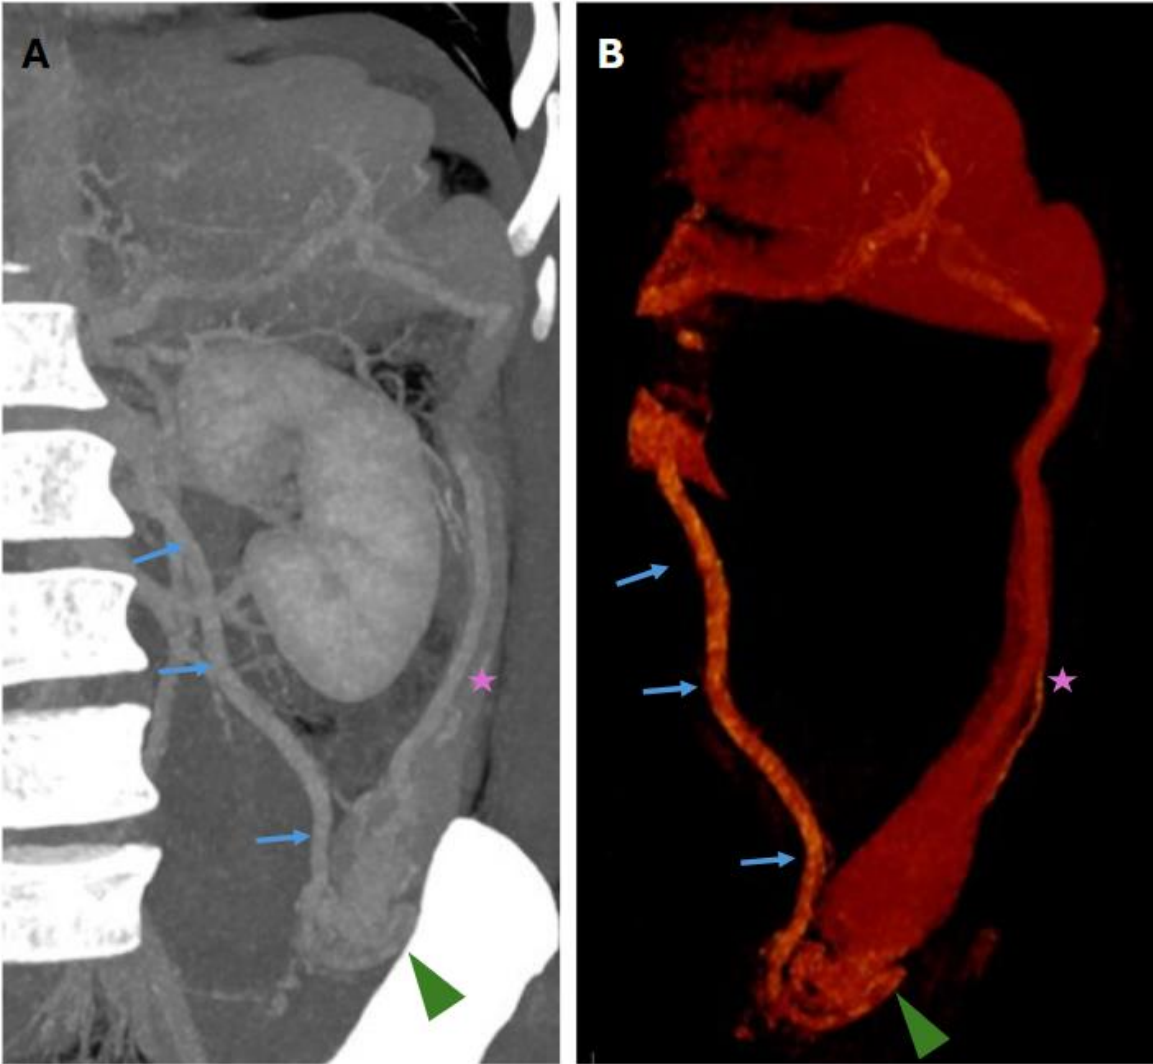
Misma TC que imagen 2. Corte coronal con proyección de máxima intensidad (MIP) (A) y reconstrucción volumétrica 3D (VRT) (B). Se visualiza el trayecto de la vena gonadal (*flechas azules*) hasta su drenaje en la vena renal izquierda, y la anastomosis con la vena esplénica (*estrella violeta*) a través de un ovillo vascular (*punta de flecha*).
